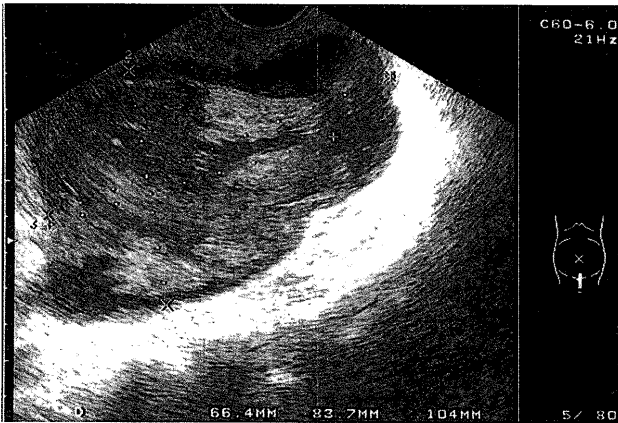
超音波検査：ダグラス窩に大きさ83.7×66.4 mmの内部不均一な腫瘍性病変を認めた。
